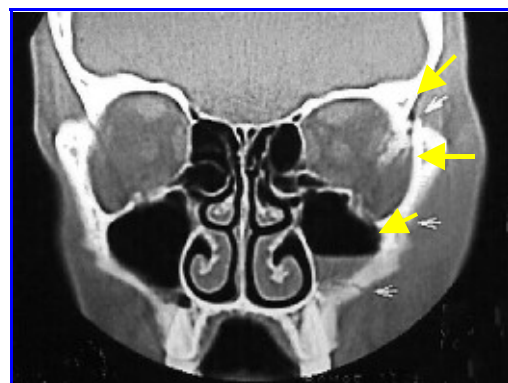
TAC de macizo facial. Múltiples Fracturas malaras izquierdas.
